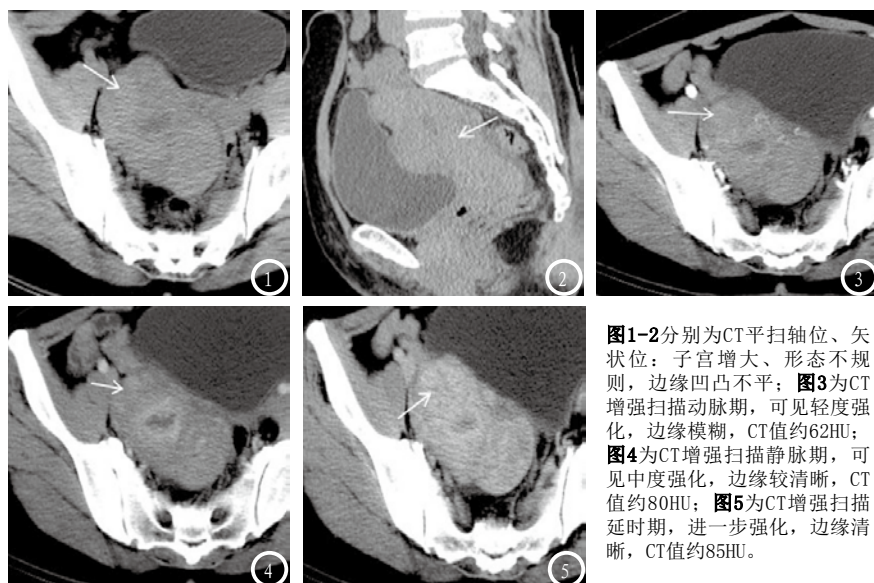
2分别为CT平扫轴位、矢状位：子宫增大、形态不规则，边缘凹凸不平；图3为CT增强扫描动脉期，可见轻度强化，边缘模糊，CT值约62HU；图4为CT增强扫描静脉期，可见中度强化，边缘较清晰，CT值约80HU；图5为CT增强扫描延迟时期，进一步强化，边缘清晰，CT值约85HU。
